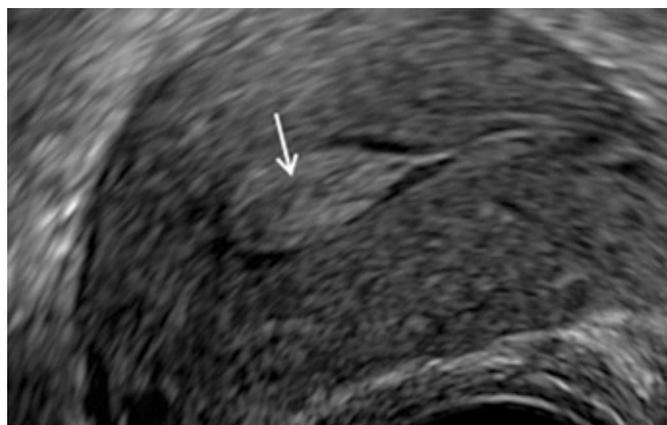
Ecografía transvaginal: pólipo isoecogénico llenando la cavidad uterina.<sup>4</sup>
